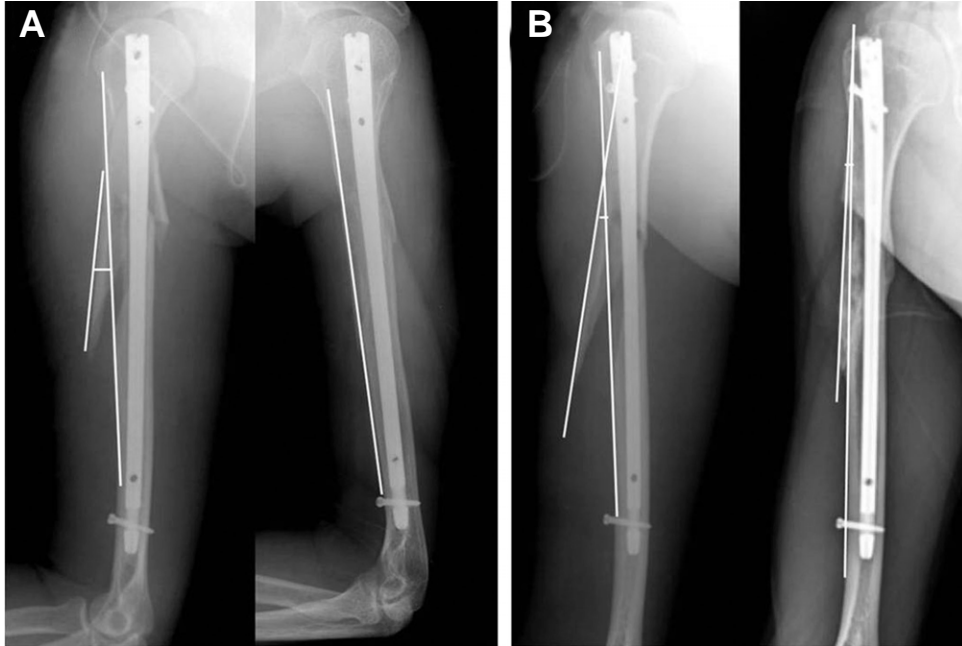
(A) The degree of displacement of fracture was measured by perpendicular distance between original cortical line and mid-point of cortical line of displaced fracture fragment. Authors measured recovery rate of displacement of fracture by comparison to last follow-up radiographs. (B) The degree of angulation of the fracture site was measured by angle between original cortical line and largest displaced cortical line and authors also measured recovery rate of angulation at last follow-up.
